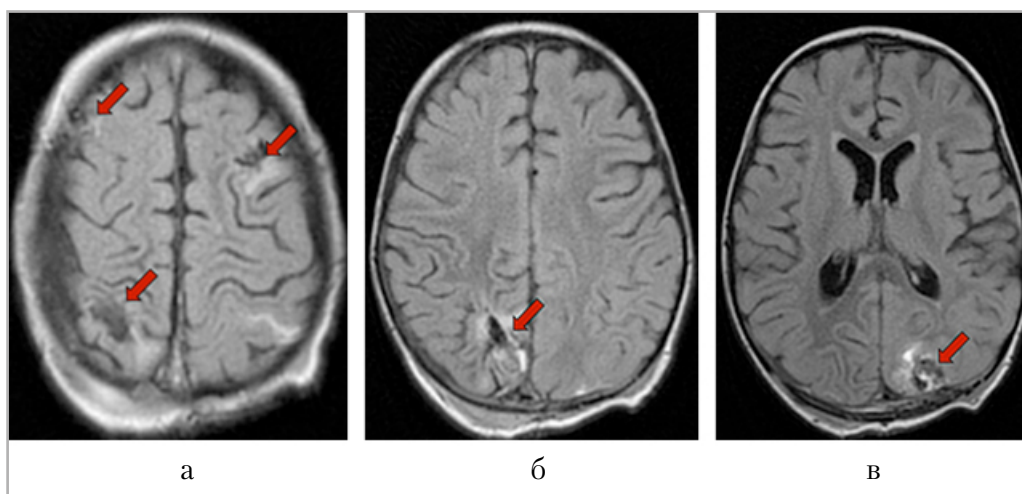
Магнитно-резонансные томограммы головного мозга в аксиальной плоскости, в FLAIR режиме: *а* — *в* — множественные послеоперационные дефекты в затылочных, теменных и лобных долях (красные стрелки)
